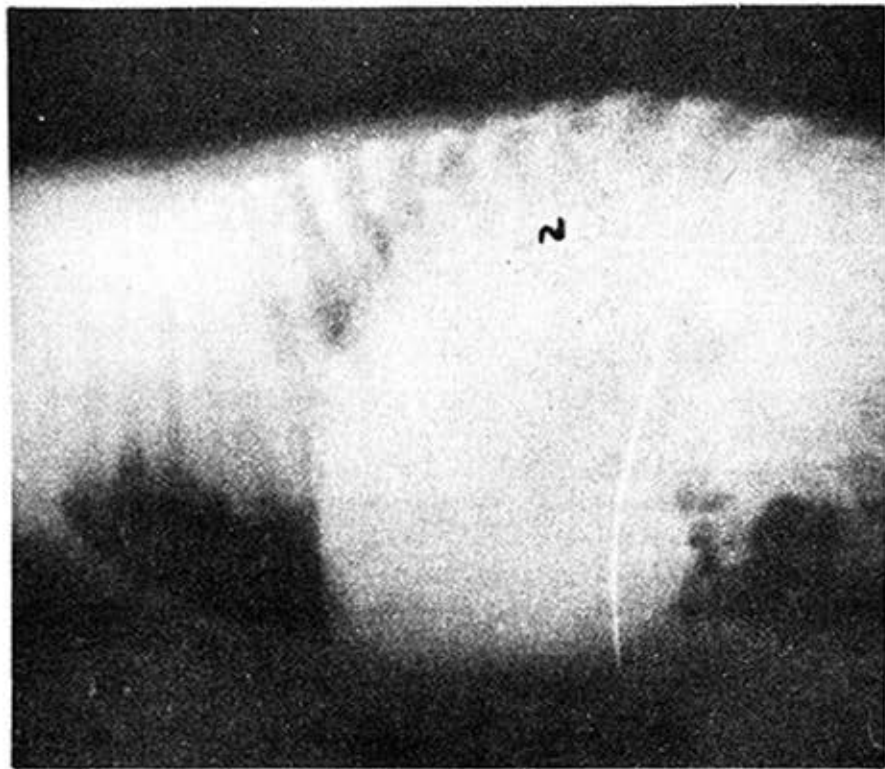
Paciente 3. Radiografía de tórax lateral, donde se observa que el área de hiperinsuflación se sitúa, en proyección del lóbulo medio.
